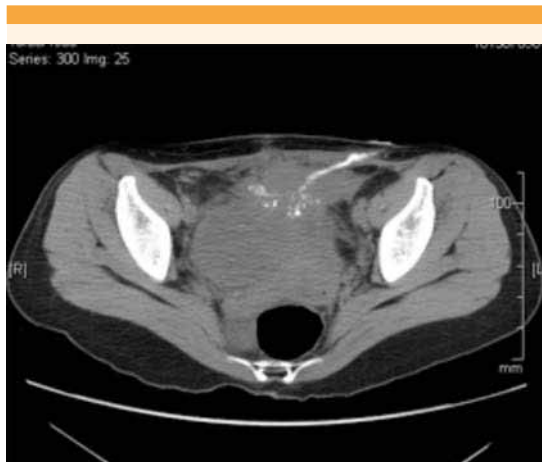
Tomografía, corte axial con trayecto fistuloso útero-cutáneo.
